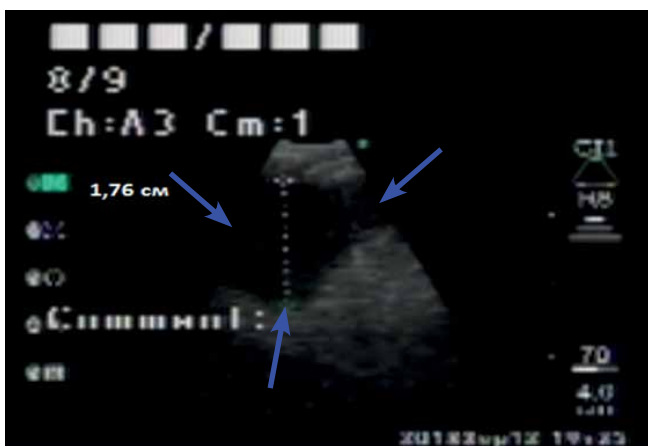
Ультразвуковая томограмма объемного образования в области корня языка (красные стрелки). Подчелюстной доступ, поперечное сканирование
